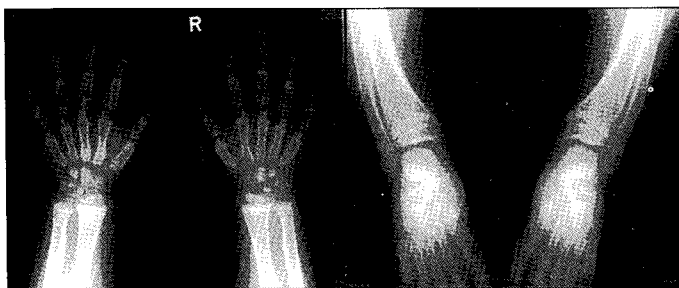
Radiographs of hands and feet.
